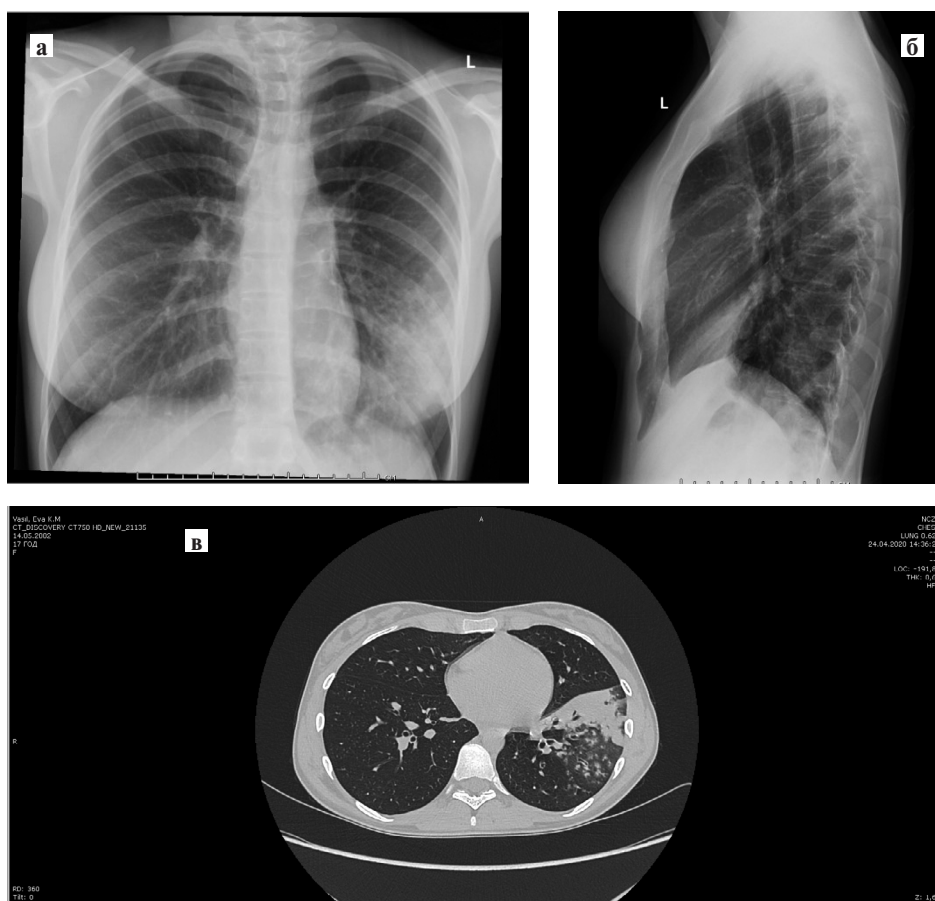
Рентгенограмма в прямой (а) и боковой (б) проекции и томограмма (в) грудной клетки девочки К. 17 лет. Объяснения в тексте.
